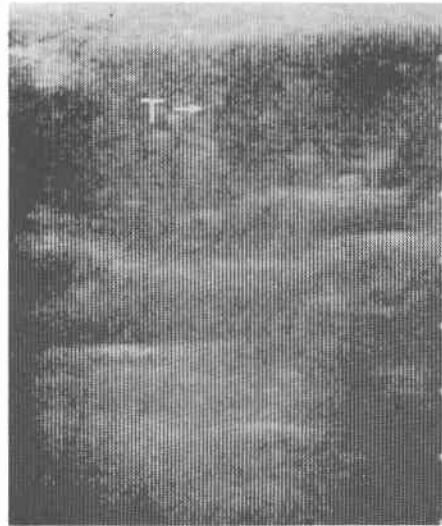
同例における VX<sub>2</sub>癌移植後、3週間目の超音波像で腫瘍は混合型を示す（左肋骨弓下縁走査、T: 腫瘍）
